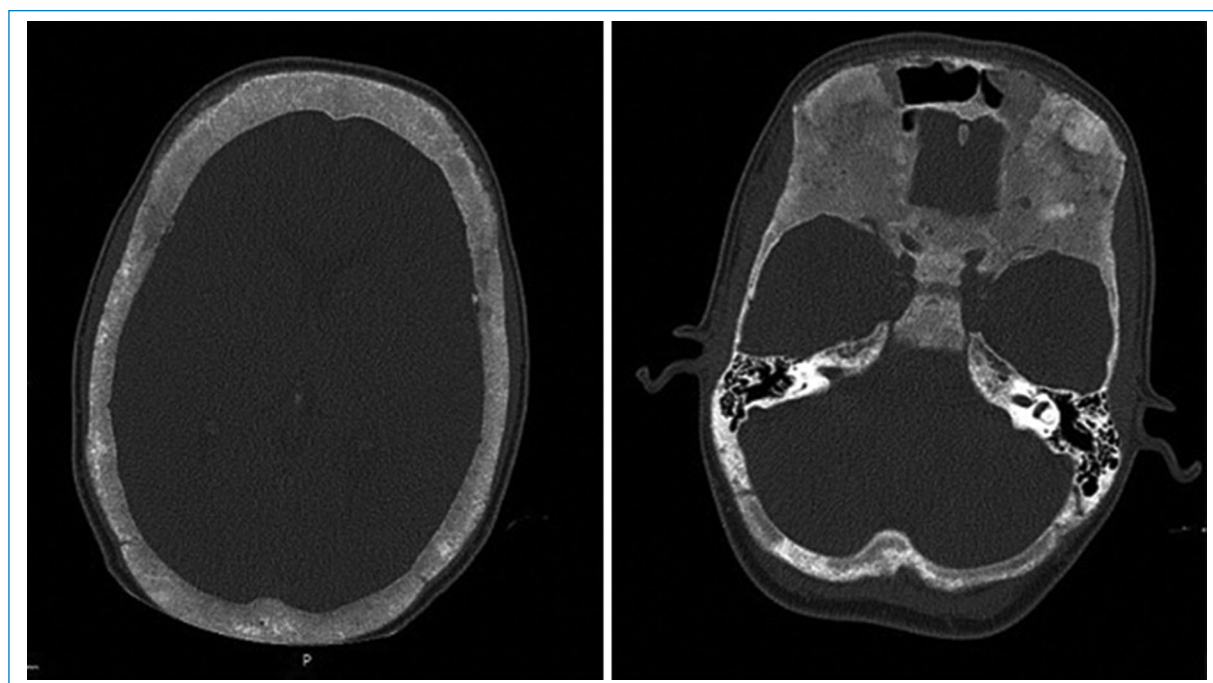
Tomografía computada multidetector (TCMD) de macizo. Cortes axiales: se visualiza hipertrofia ósea con esclerosis difusa y apariencia en vidrio esmerilado a nivel del macizo cráneo facial.
